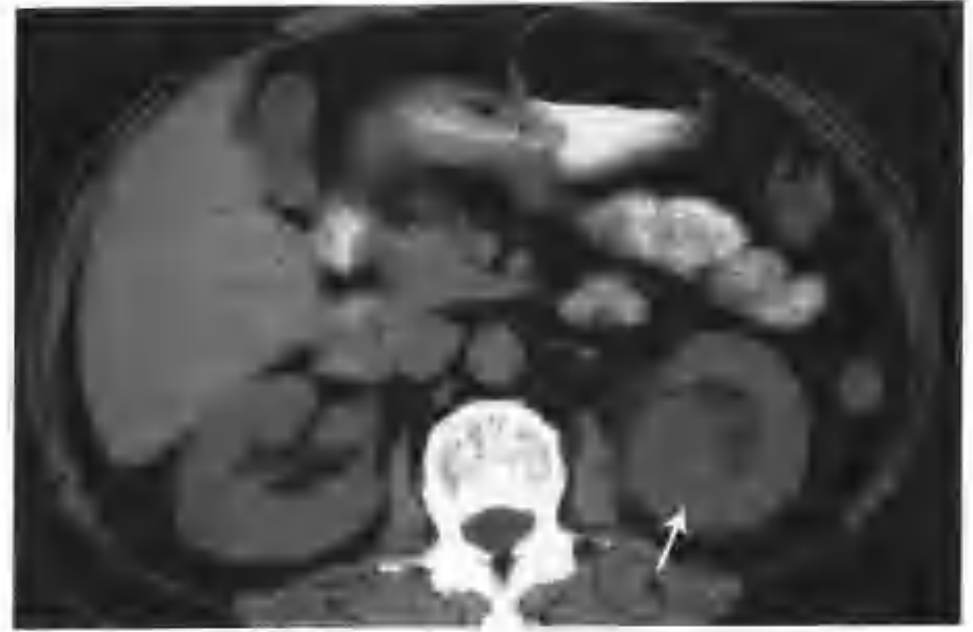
左肾炎症（CT 示左肾下极有一个 $3.5\text{cm} \times 4.0\text{cm}$ 的占位性病变，平扫呈略低密度，CT 值 23HU （箭头））
